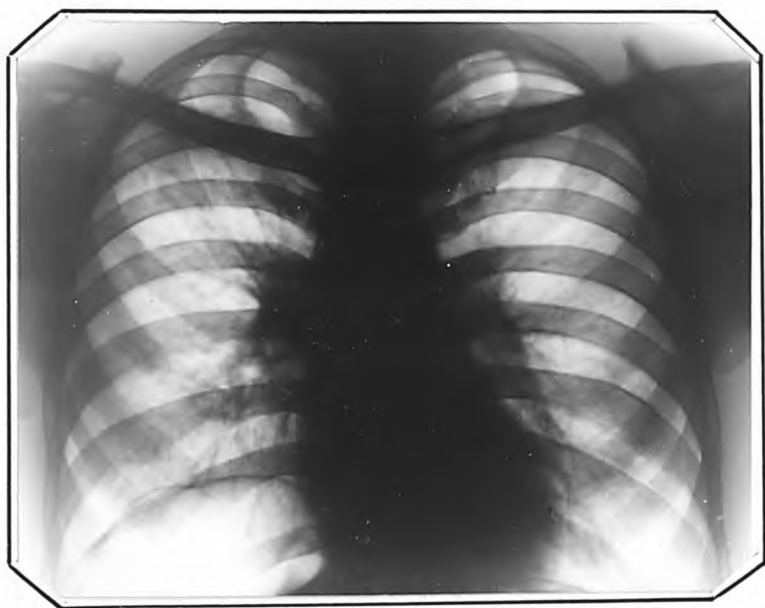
Рентгенограмма того же больного (через год)
